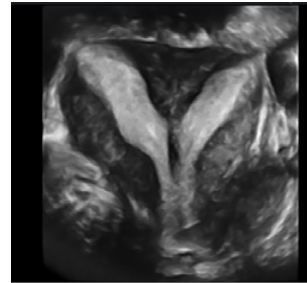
USG-3D: uter septat complet [caz de cercetare]
